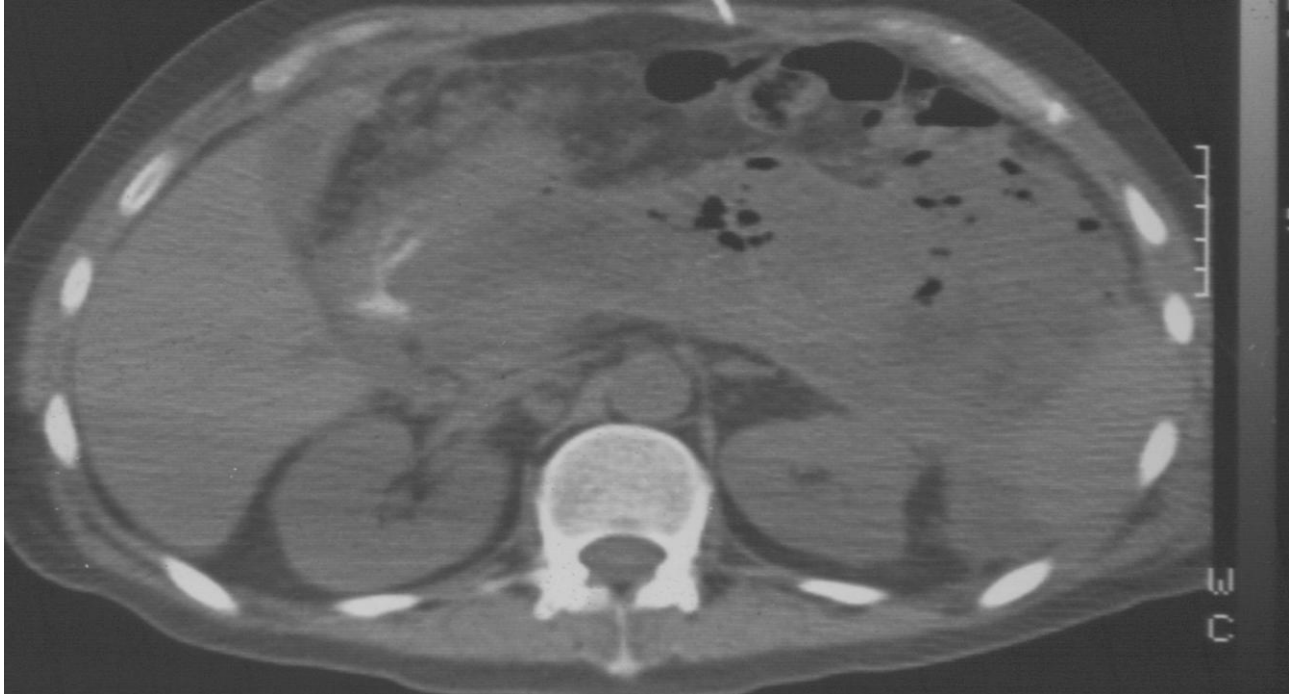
Комп'ютерна томограма. Хворий І., 56р., карта стаціонарного хворого № 345104. Тотальний панкреонекроз (вказаний стрілкою)
